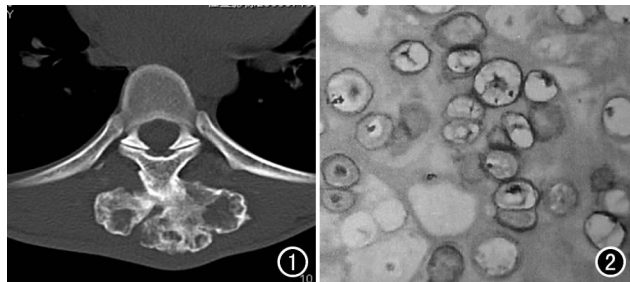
CT平扫示 Th_7 棘突处有与骨质相连续的骨性密度影,边缘可见硬化带。图2 镜下示软骨细胞增生活跃。
